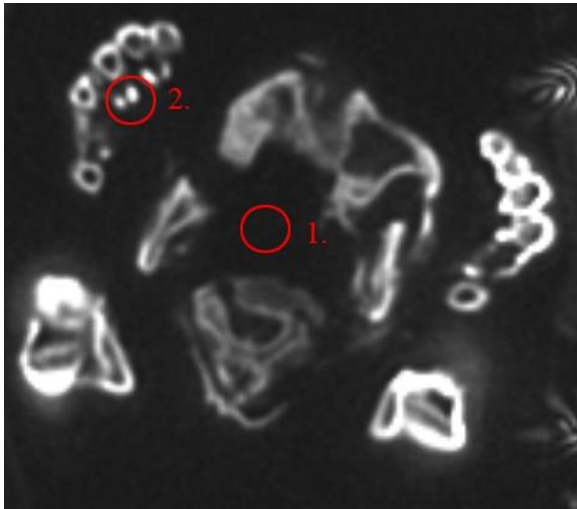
Peru, Bild 5, MRT
